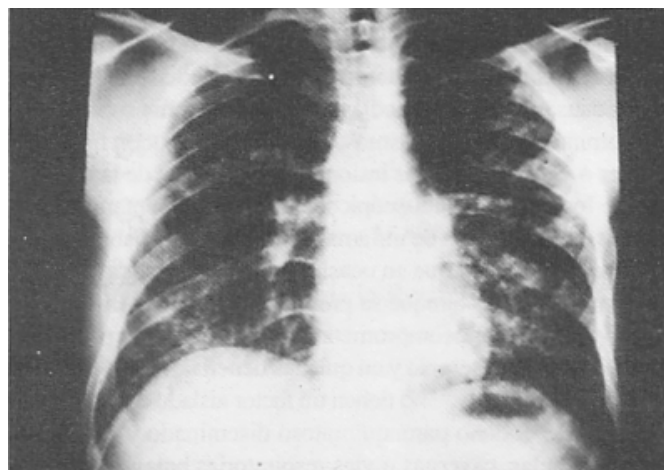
Telerradiografía del tórax, donde se demuestra infiltrado micro y macronodular bilateral difuso, se pueden observar el neumomediastino y el enfisema subcutáneo en la región axilar y en el cuello.
